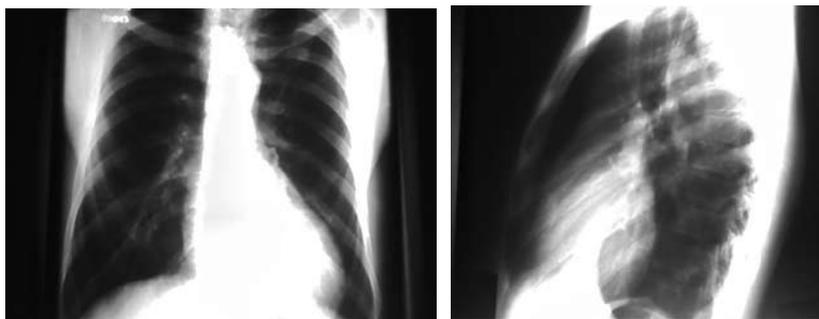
Radiografia do tórax, em PA e perfil, mostrando aumento das cavidades cardíacas esquerdas.
